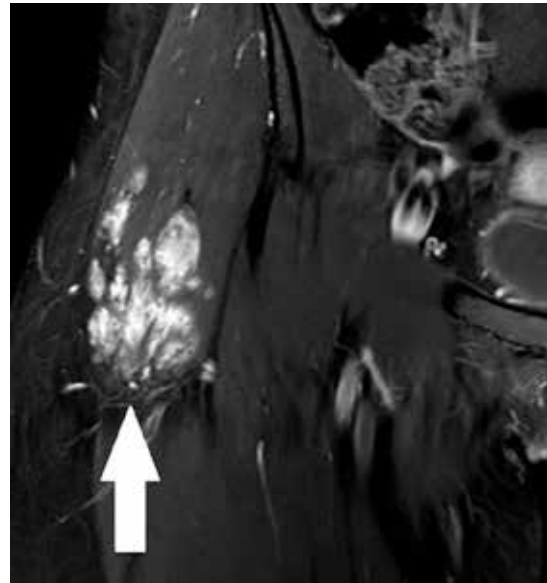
RM no corte coronal na sequência T1 FAT SAT com contraste demonstra formação expansiva irregular intramuscular no glúteo médio direito com intenso realce pelo contraste, compatível com hemangioma intramuscular (seta branca).
